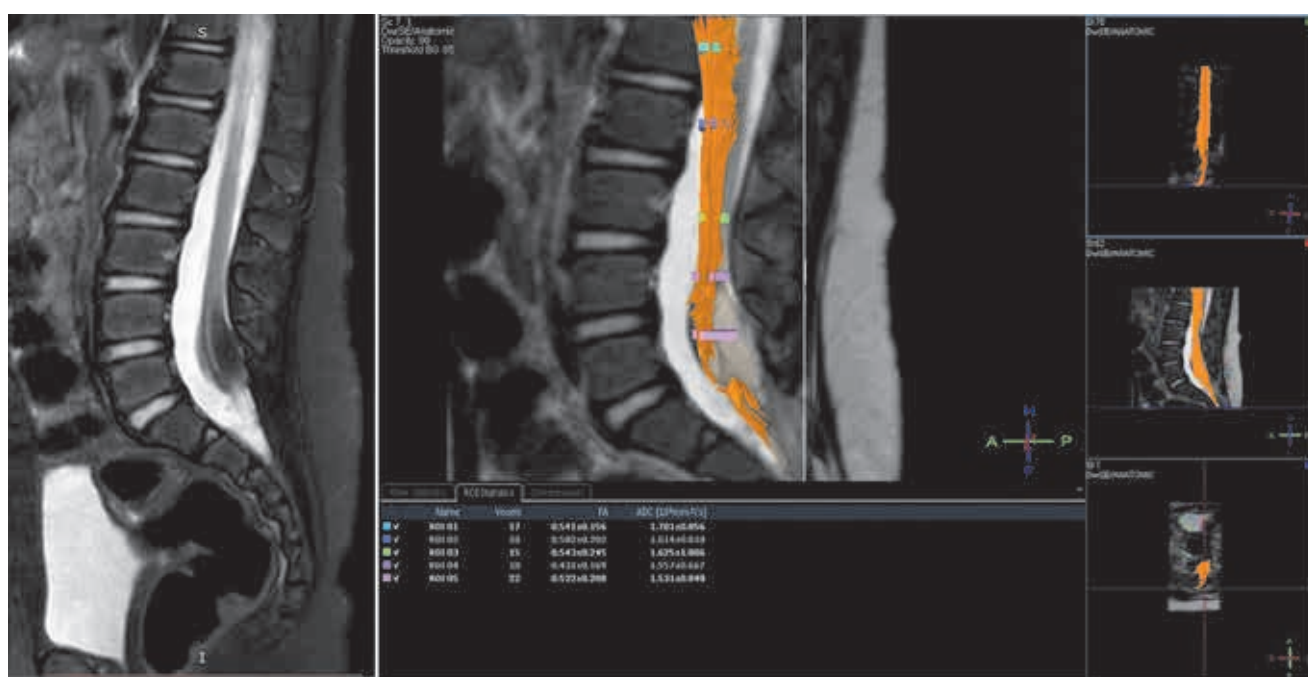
Девочка 2 лет, диагноз: липома конуса спинного мозга, МРТ, T2-ВИ и ДВИ-трактография.
